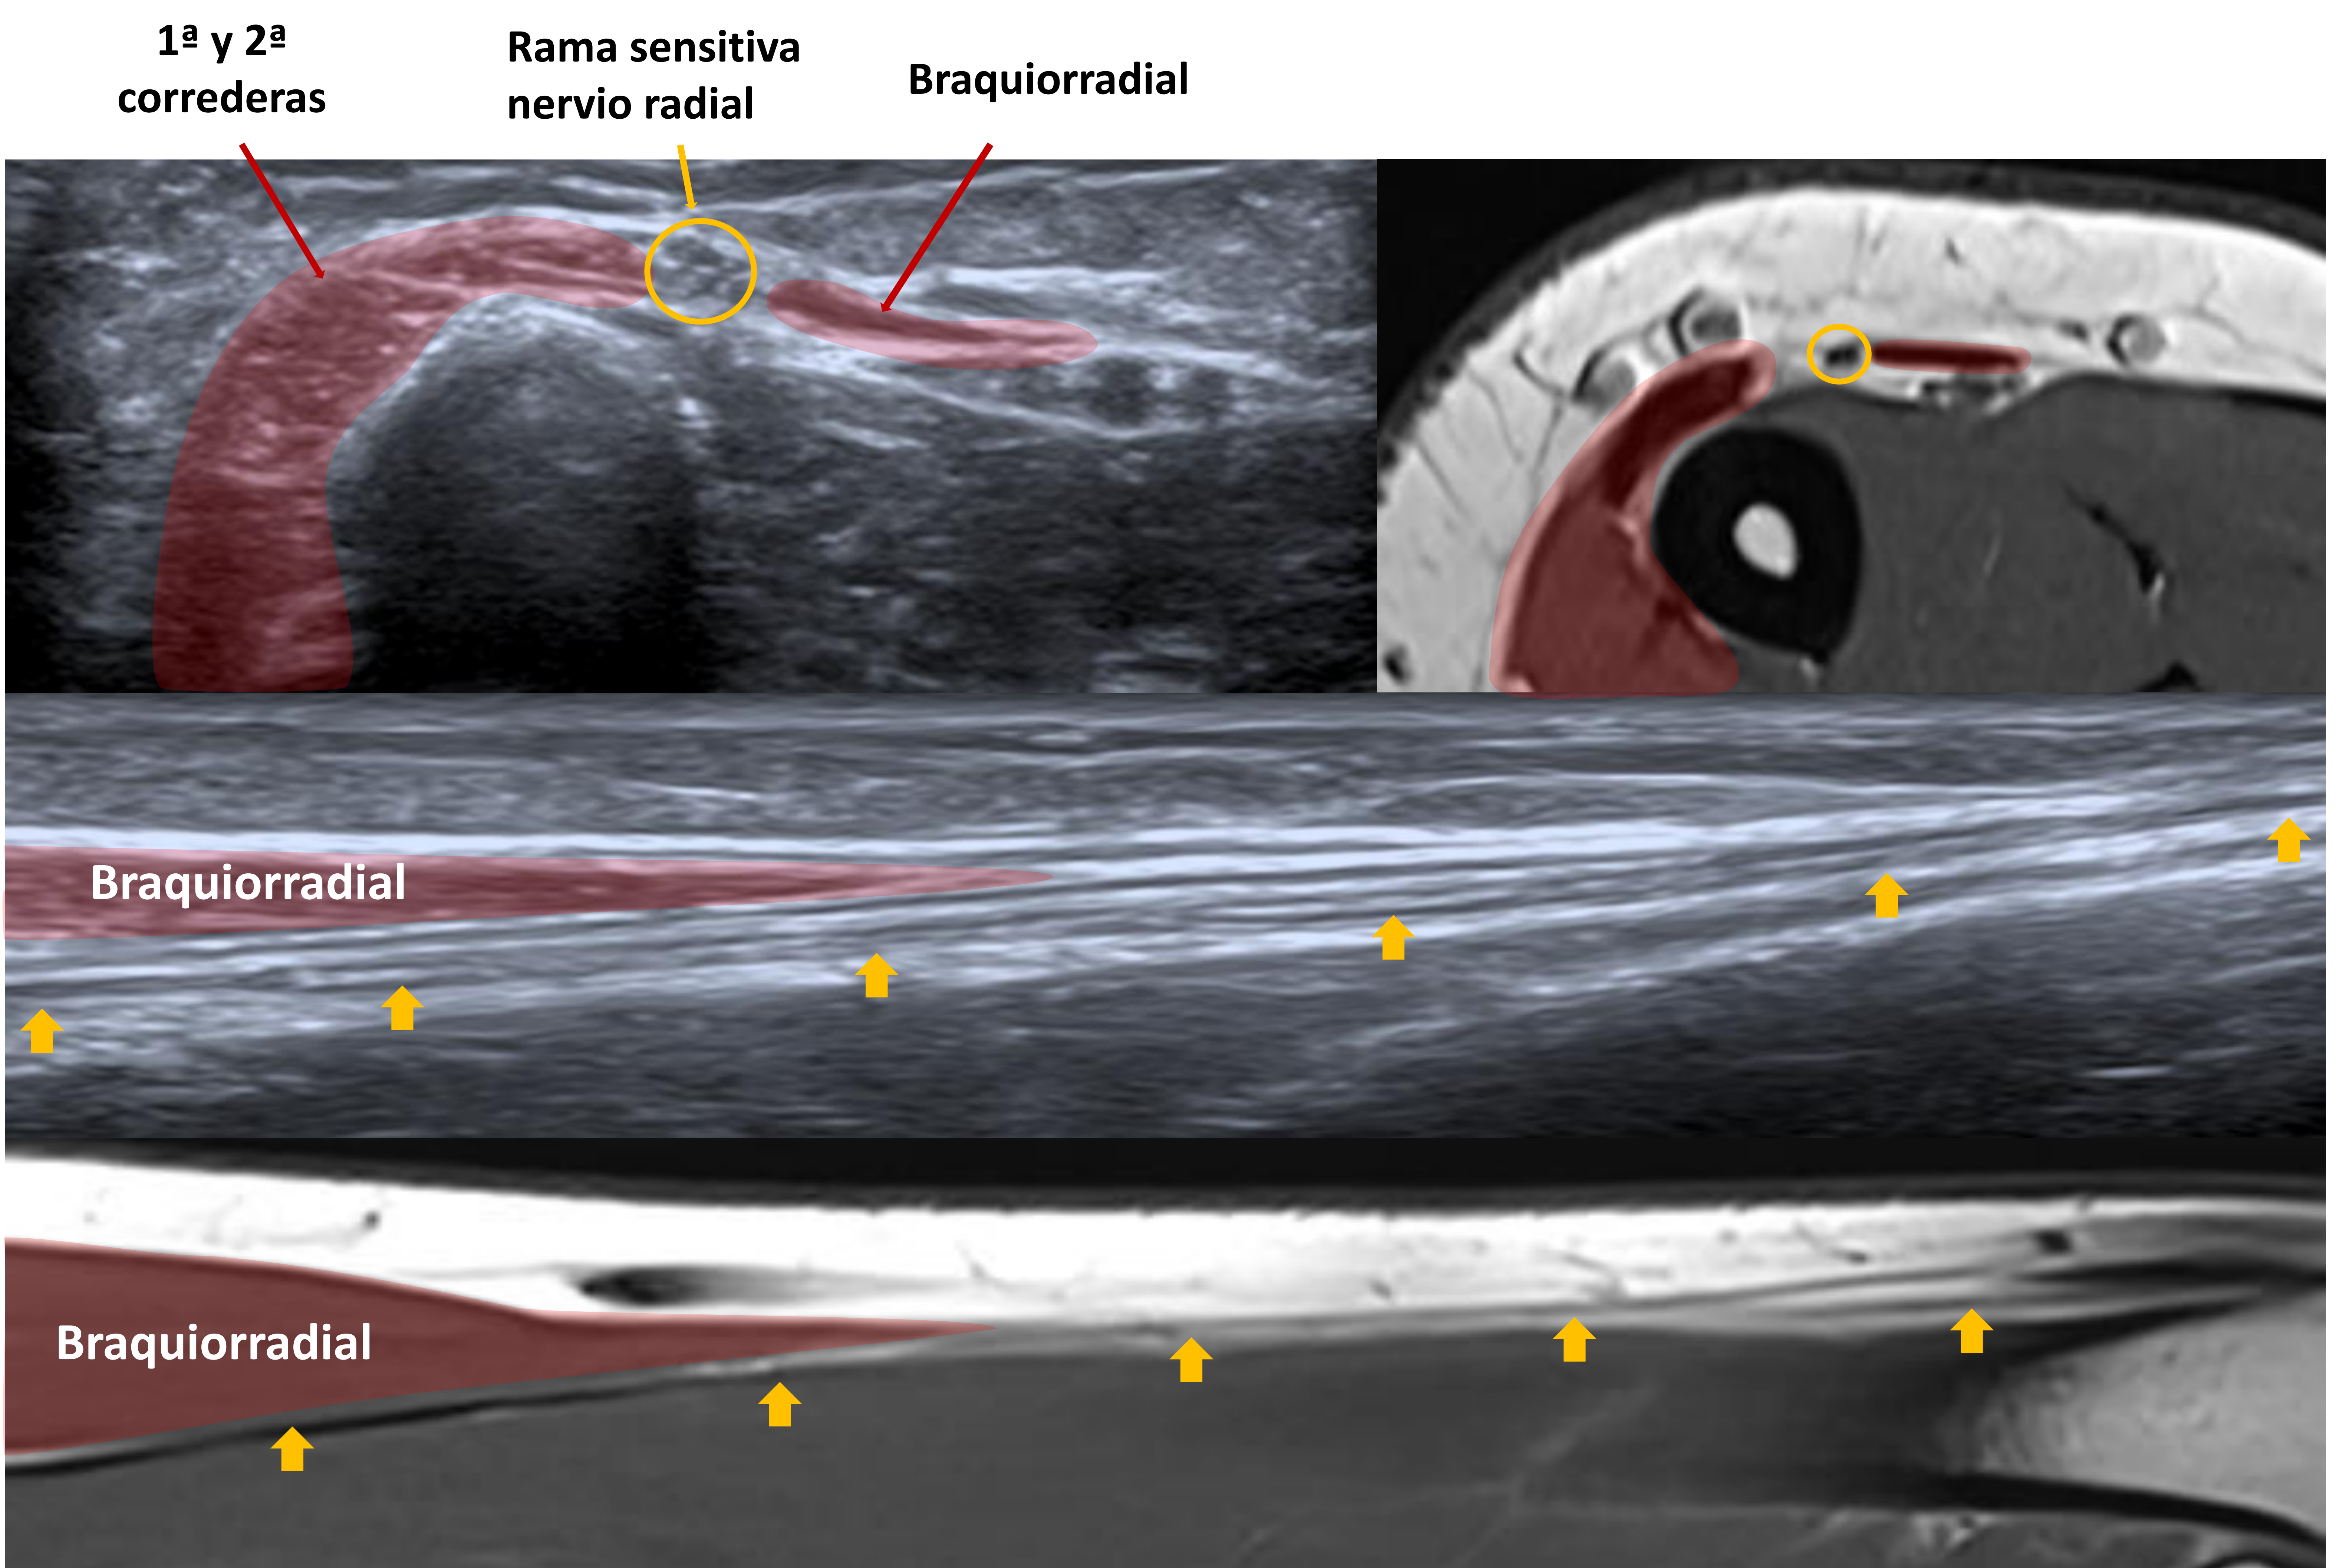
Imágenes de ecografía y su equivalente RM que muestran la salida de la rama sensitiva del nervio radial (flechas amarillas) al plano subcutáneo entre los tendones del braquiorradial y de la 1ª y 2ª corredera extensora.
